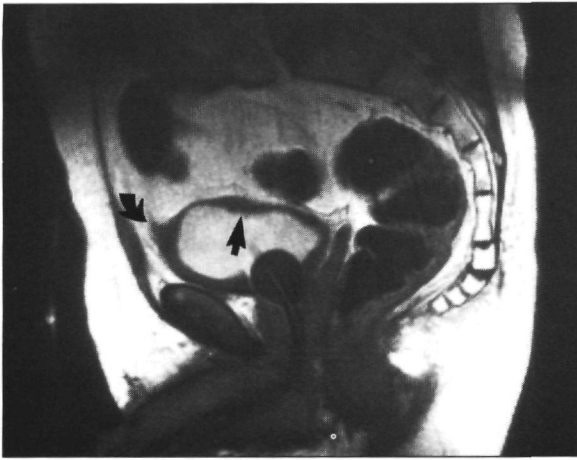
Sagittale MRI-opname (SE/750/30/2) na intraveneuze injectie van 4 ml Gd-DTPA. Dankzij de fraaie 'aankleuring' van het urineblaaslumen kan de wand zeer nauwkeurig beoordeeld worden: dikke blaasbodem en verdikking t.p.v. het blaasdak (pijl). Ventraal is het lig. umbilicale medianum zichtbaar (gebogen pijl). Ook het lumen van de blaascatheter is aangekleurd.
